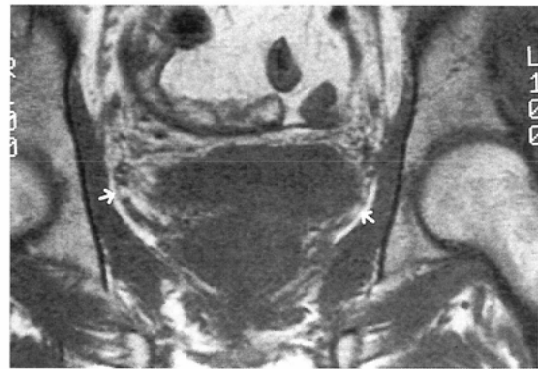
60-year-old man with urinary bladder carcinoma after TAI: Coronal MRI through the prostate. The umbilicovesical fascia (arrows) cannot be identified as an obvious membranous structure, but is identified as the boundary between the perivesical space and the prevesical space because of the difference of vascularity.
